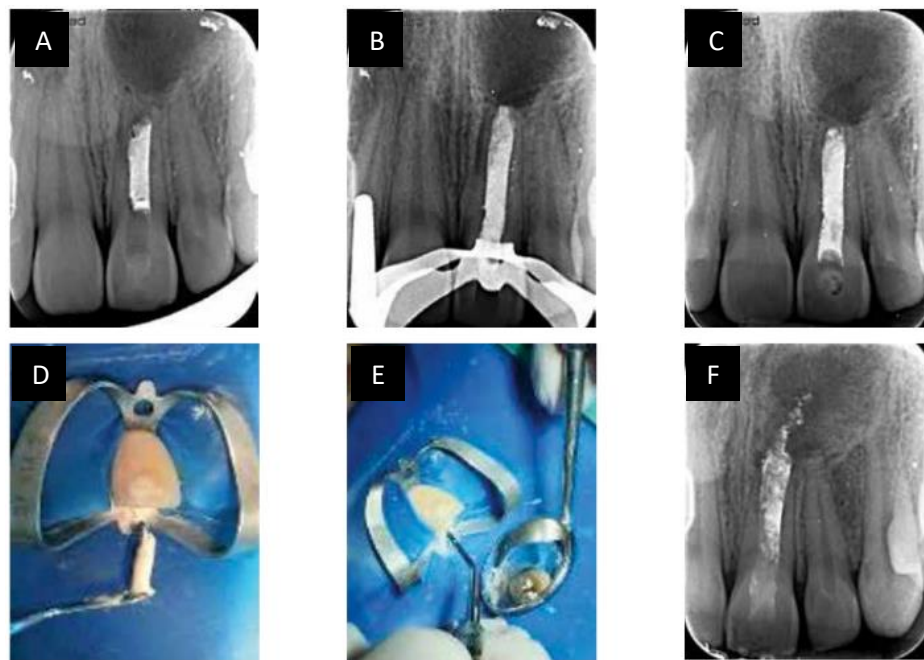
A) Radiografía periapical que muestra tamaño de la lesión osteolítica. B) Seguimiento del tracto sinuoso hacia el ápice del órgano dental. <sup>(32)</sup>
